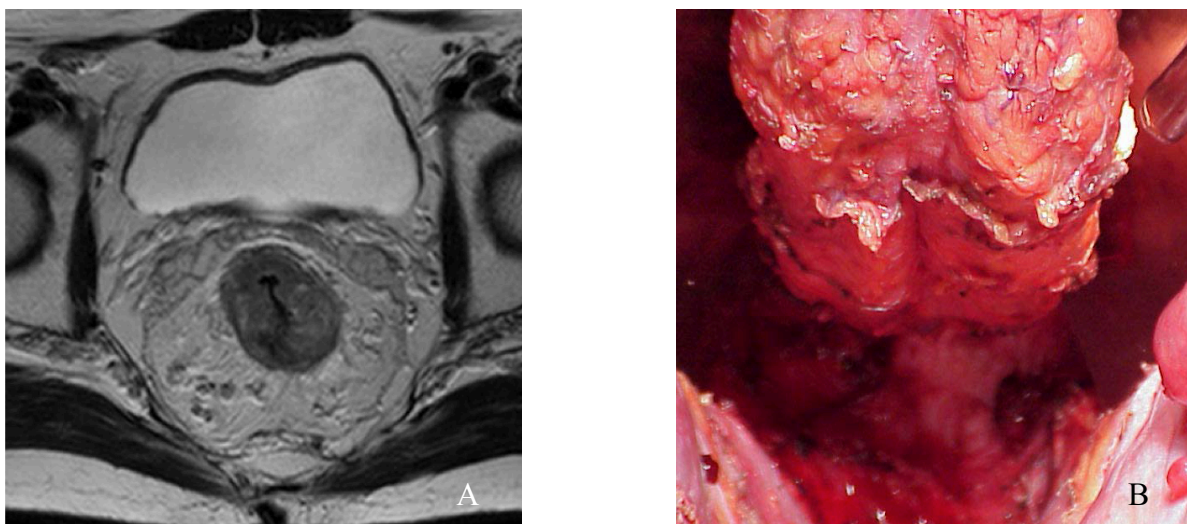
Morfología de lipoma bilobulado: (A) en corte transversal de RM (B) tras la disección del mesorrecto.
